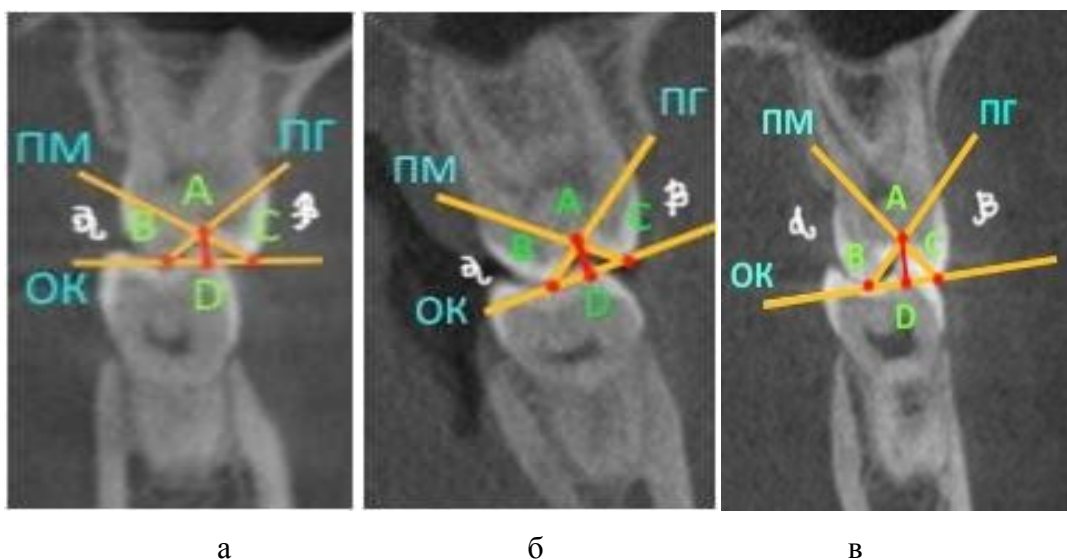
Компьютерная томограмма первых постоянных моляров верхней и нижней челюсти пациентов: а – с брахифациальным типом лица; б – с мезофациальным типом лица; в – с долихофациальным типом лица
